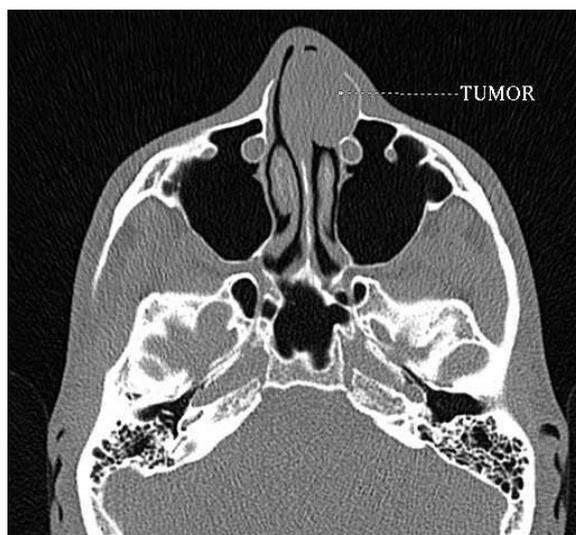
КТ-скан носовой полости пациента О. (аксиальная проекция), на котором визуализируется образование в левой половине носа
